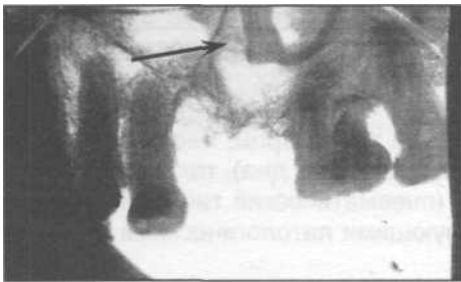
Прицельная рентгенограмма альвеолярного отростка верхней челюсти. Корень зуба протолкнут в верхнечелюстную пазуху.
